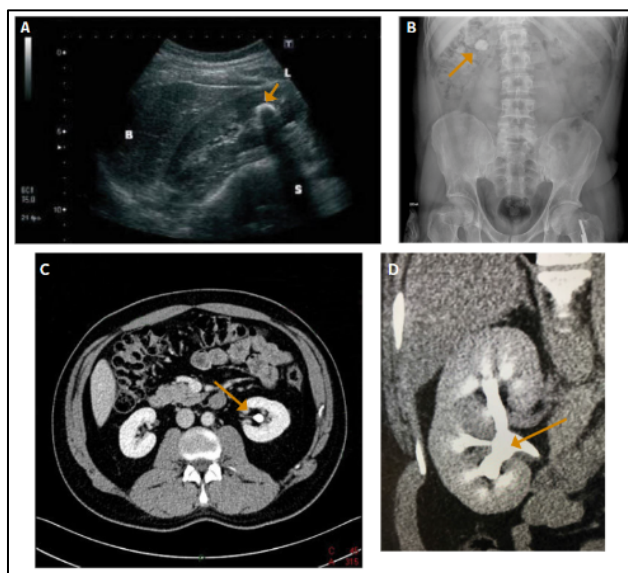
Ultrasonido: Litiasis renal con sombra acústica. La flecha muestra litiasis renal.
